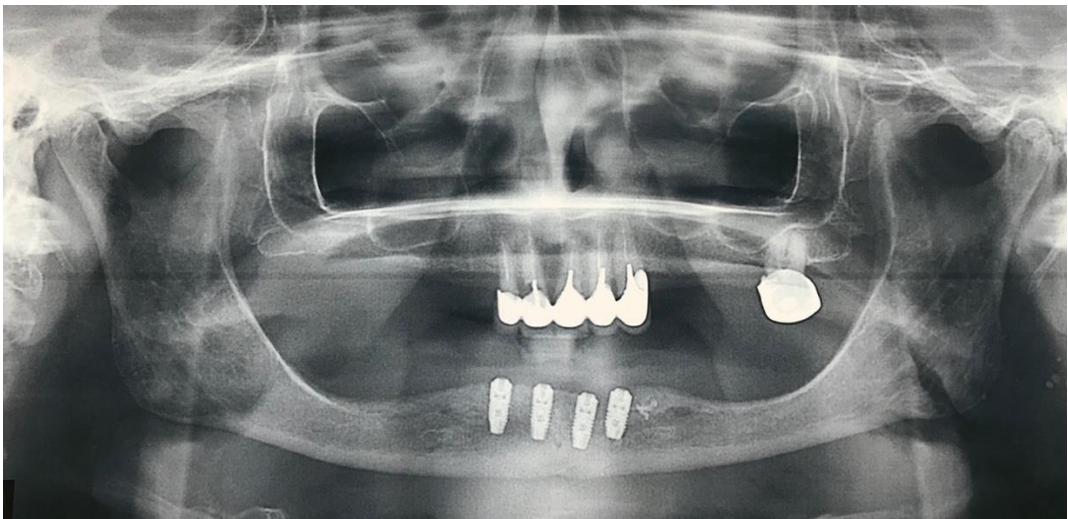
Ортопантомограмма пациента В. после операции дентальной имплантации
